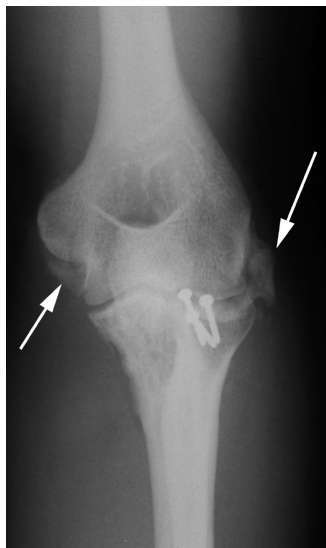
Radiografia em AP do cotovelo esquerdo (caso 10); pós-operatório de sete meses. Setas brancas, ossificação heterotópica.
